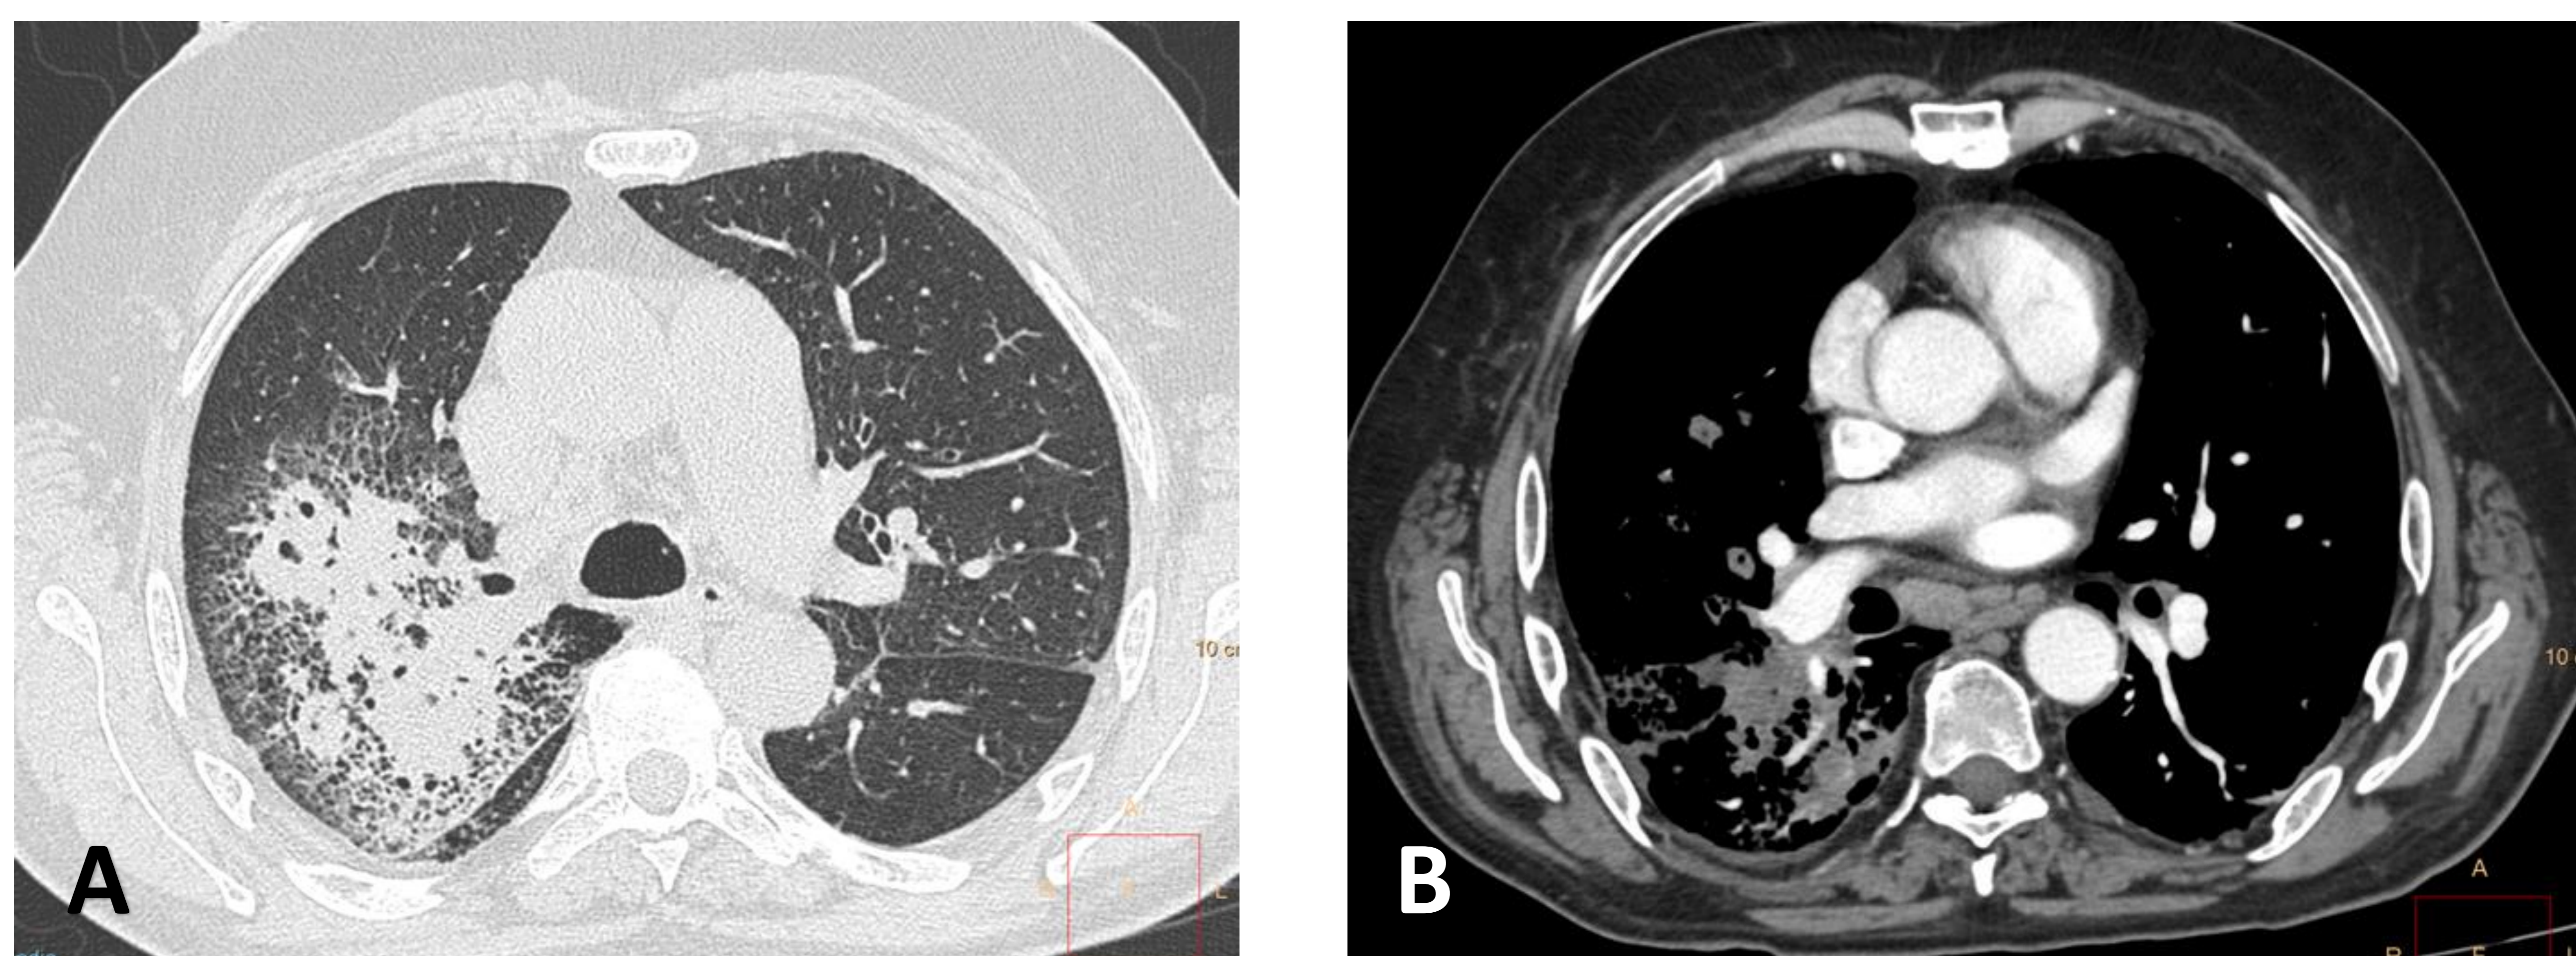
TC de tórax, cortes axiales, ventana de pulmón (A) y mediastino (B) en un paciente diabético con diagnóstico de neumonía lobar resistente a antibióticos, que muestra consolidación segmentaria derecha, con múltiples nódulos, algunos de ellos cavitados, que se acompañan de bronquiectasias de tracción. No se confirmó el agente etiológico por serología, sin embargo, los hallazgos orientan a H. influenzae o S. aureus.
